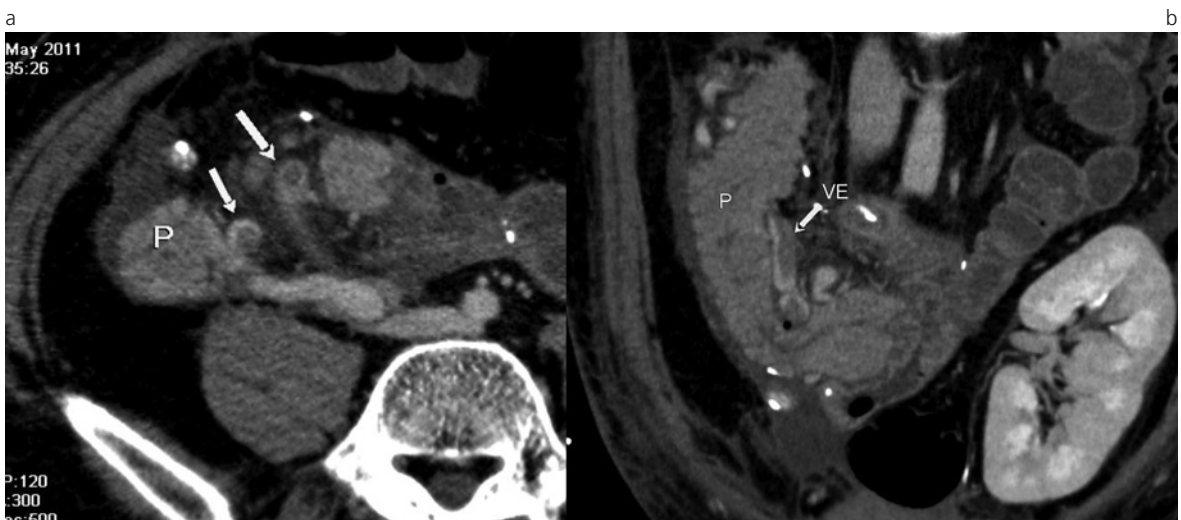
Trombosis. TC con contraste endovenoso, fase portal, cortes (a) axial y (b) coronal. Se identifican imágenes de defecto de relleno, compatibles con trombosis vascular a nivel de la vena esplénica (VE) (flechas). El páncreas (P) presenta realce homogéneo. Luego del diagnóstico, se inició tratamiento anticoagulante para la preservación del injerto.
